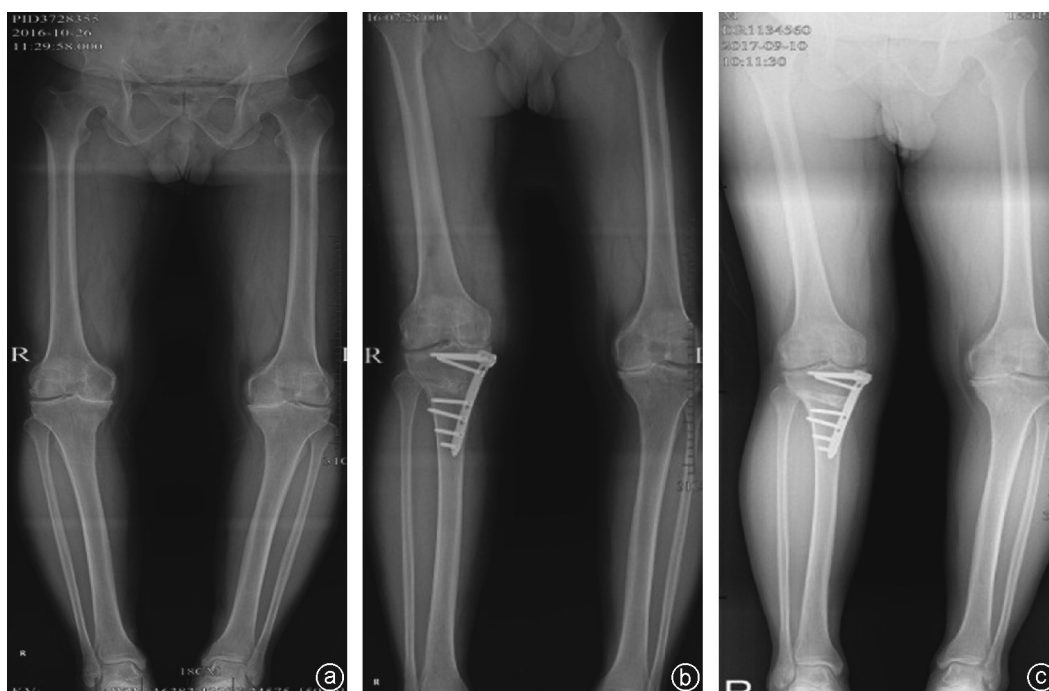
术前双下肢全长应力位正位X线片可见病人右膝内翻,内侧关节间隙基本消失(a);术后双下肢全长应力位正位X线片可见右下肢力线得到纠正,仍未见明显内侧关节间隙(b);末次随访时双下肢全长应力位正位X线片可见右下肢力线良好,可见明显内侧关节间隙(c)
